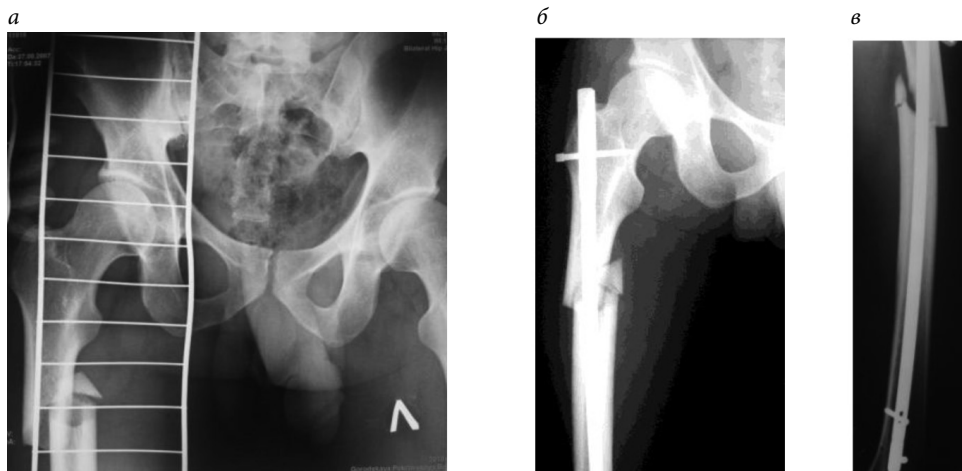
Рентгенограммы 6-го К.:
